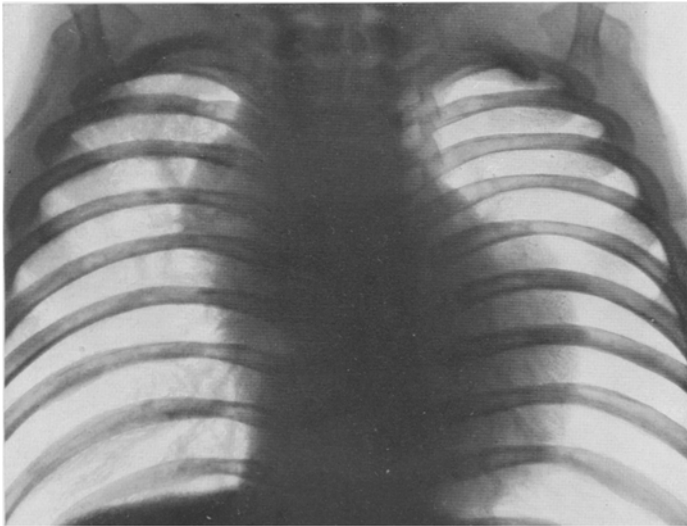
Röntgenaufnahme des Herzens von vorn. (11. 6. 31 aufgenommen.)
